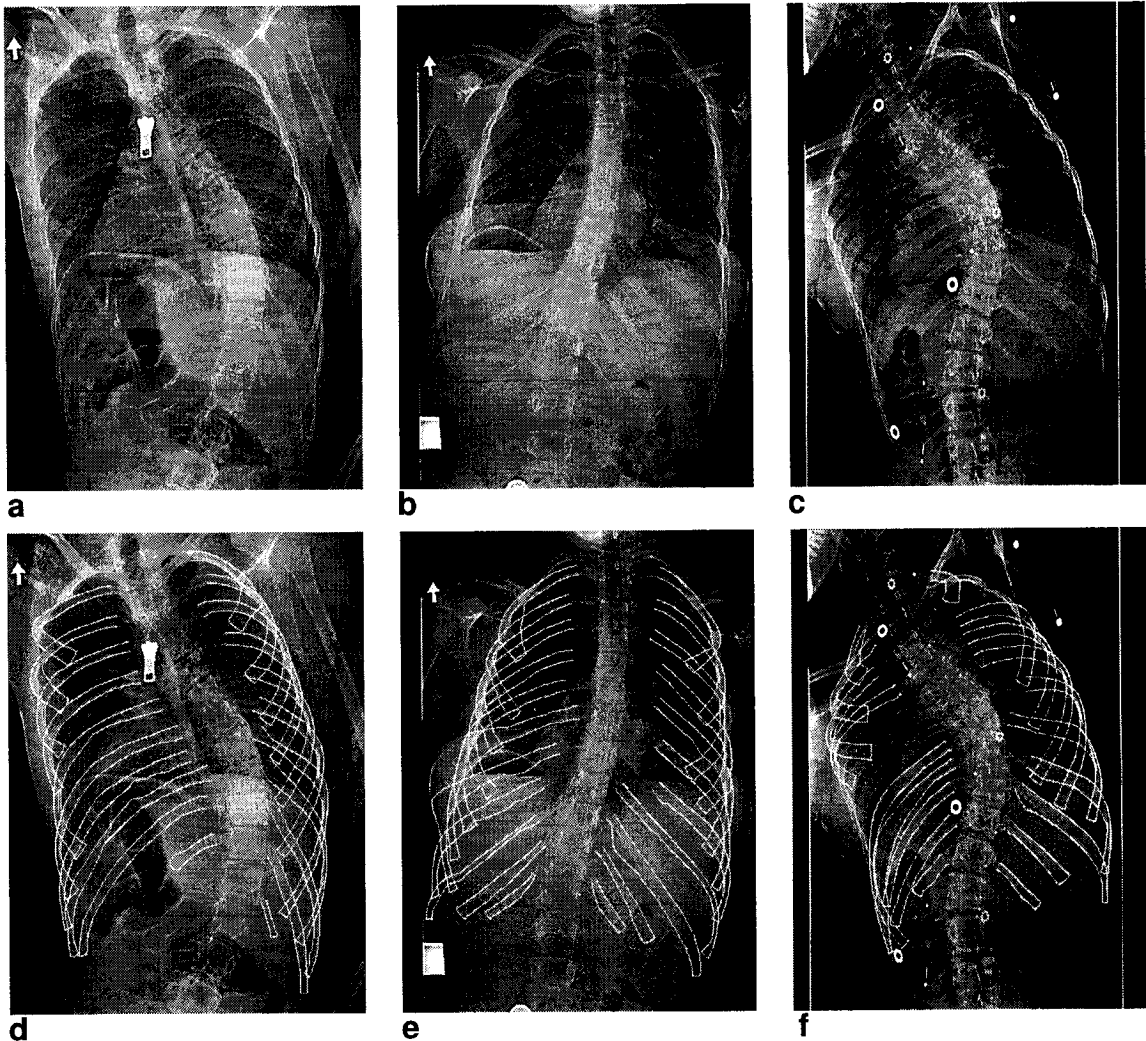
Before and after rib detection. (a-c) Three typical chest radiographs of scoliotic patients with right thoracic or thoracolumbar curve classified 'good', 'regular' and 'poor' from left to right. (d-f) The actual detected borders are delineated in white.
